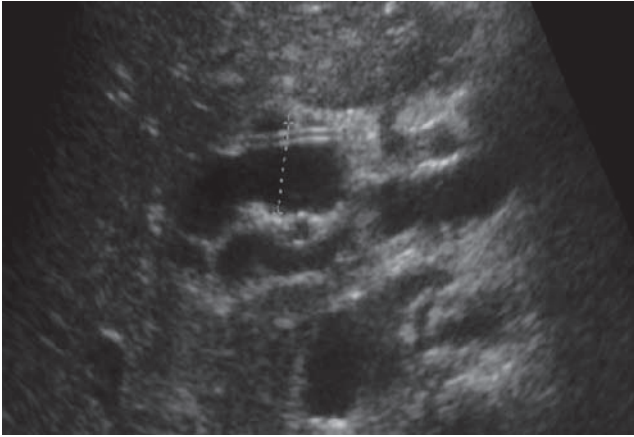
Ultrasonido en escala de grises realizado el tercer día posterior al trasplante hepático. Muestra gran dilatación del conducto colédoco (hasta 15.3 mm).
